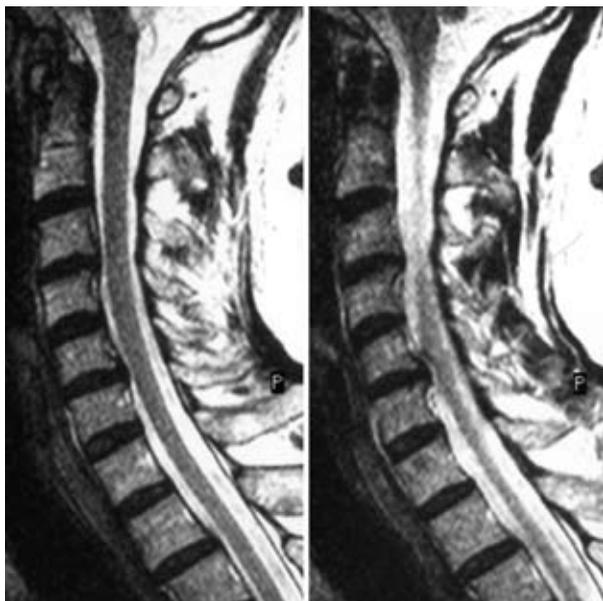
МРТ, сагітальні зрізи. Грижа диска  $C_5-C_6$
